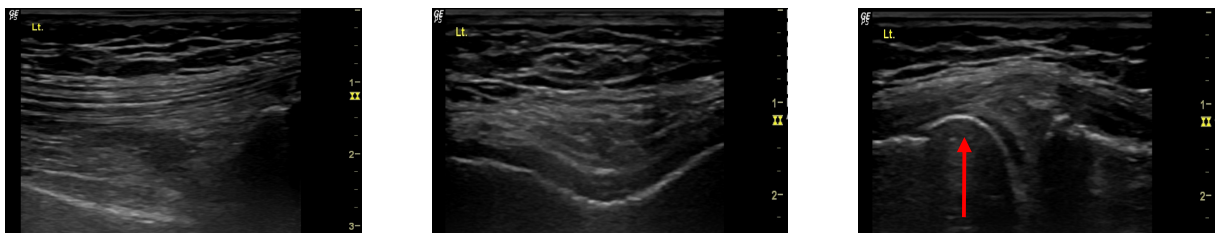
Ultrasound findings of case 4.
